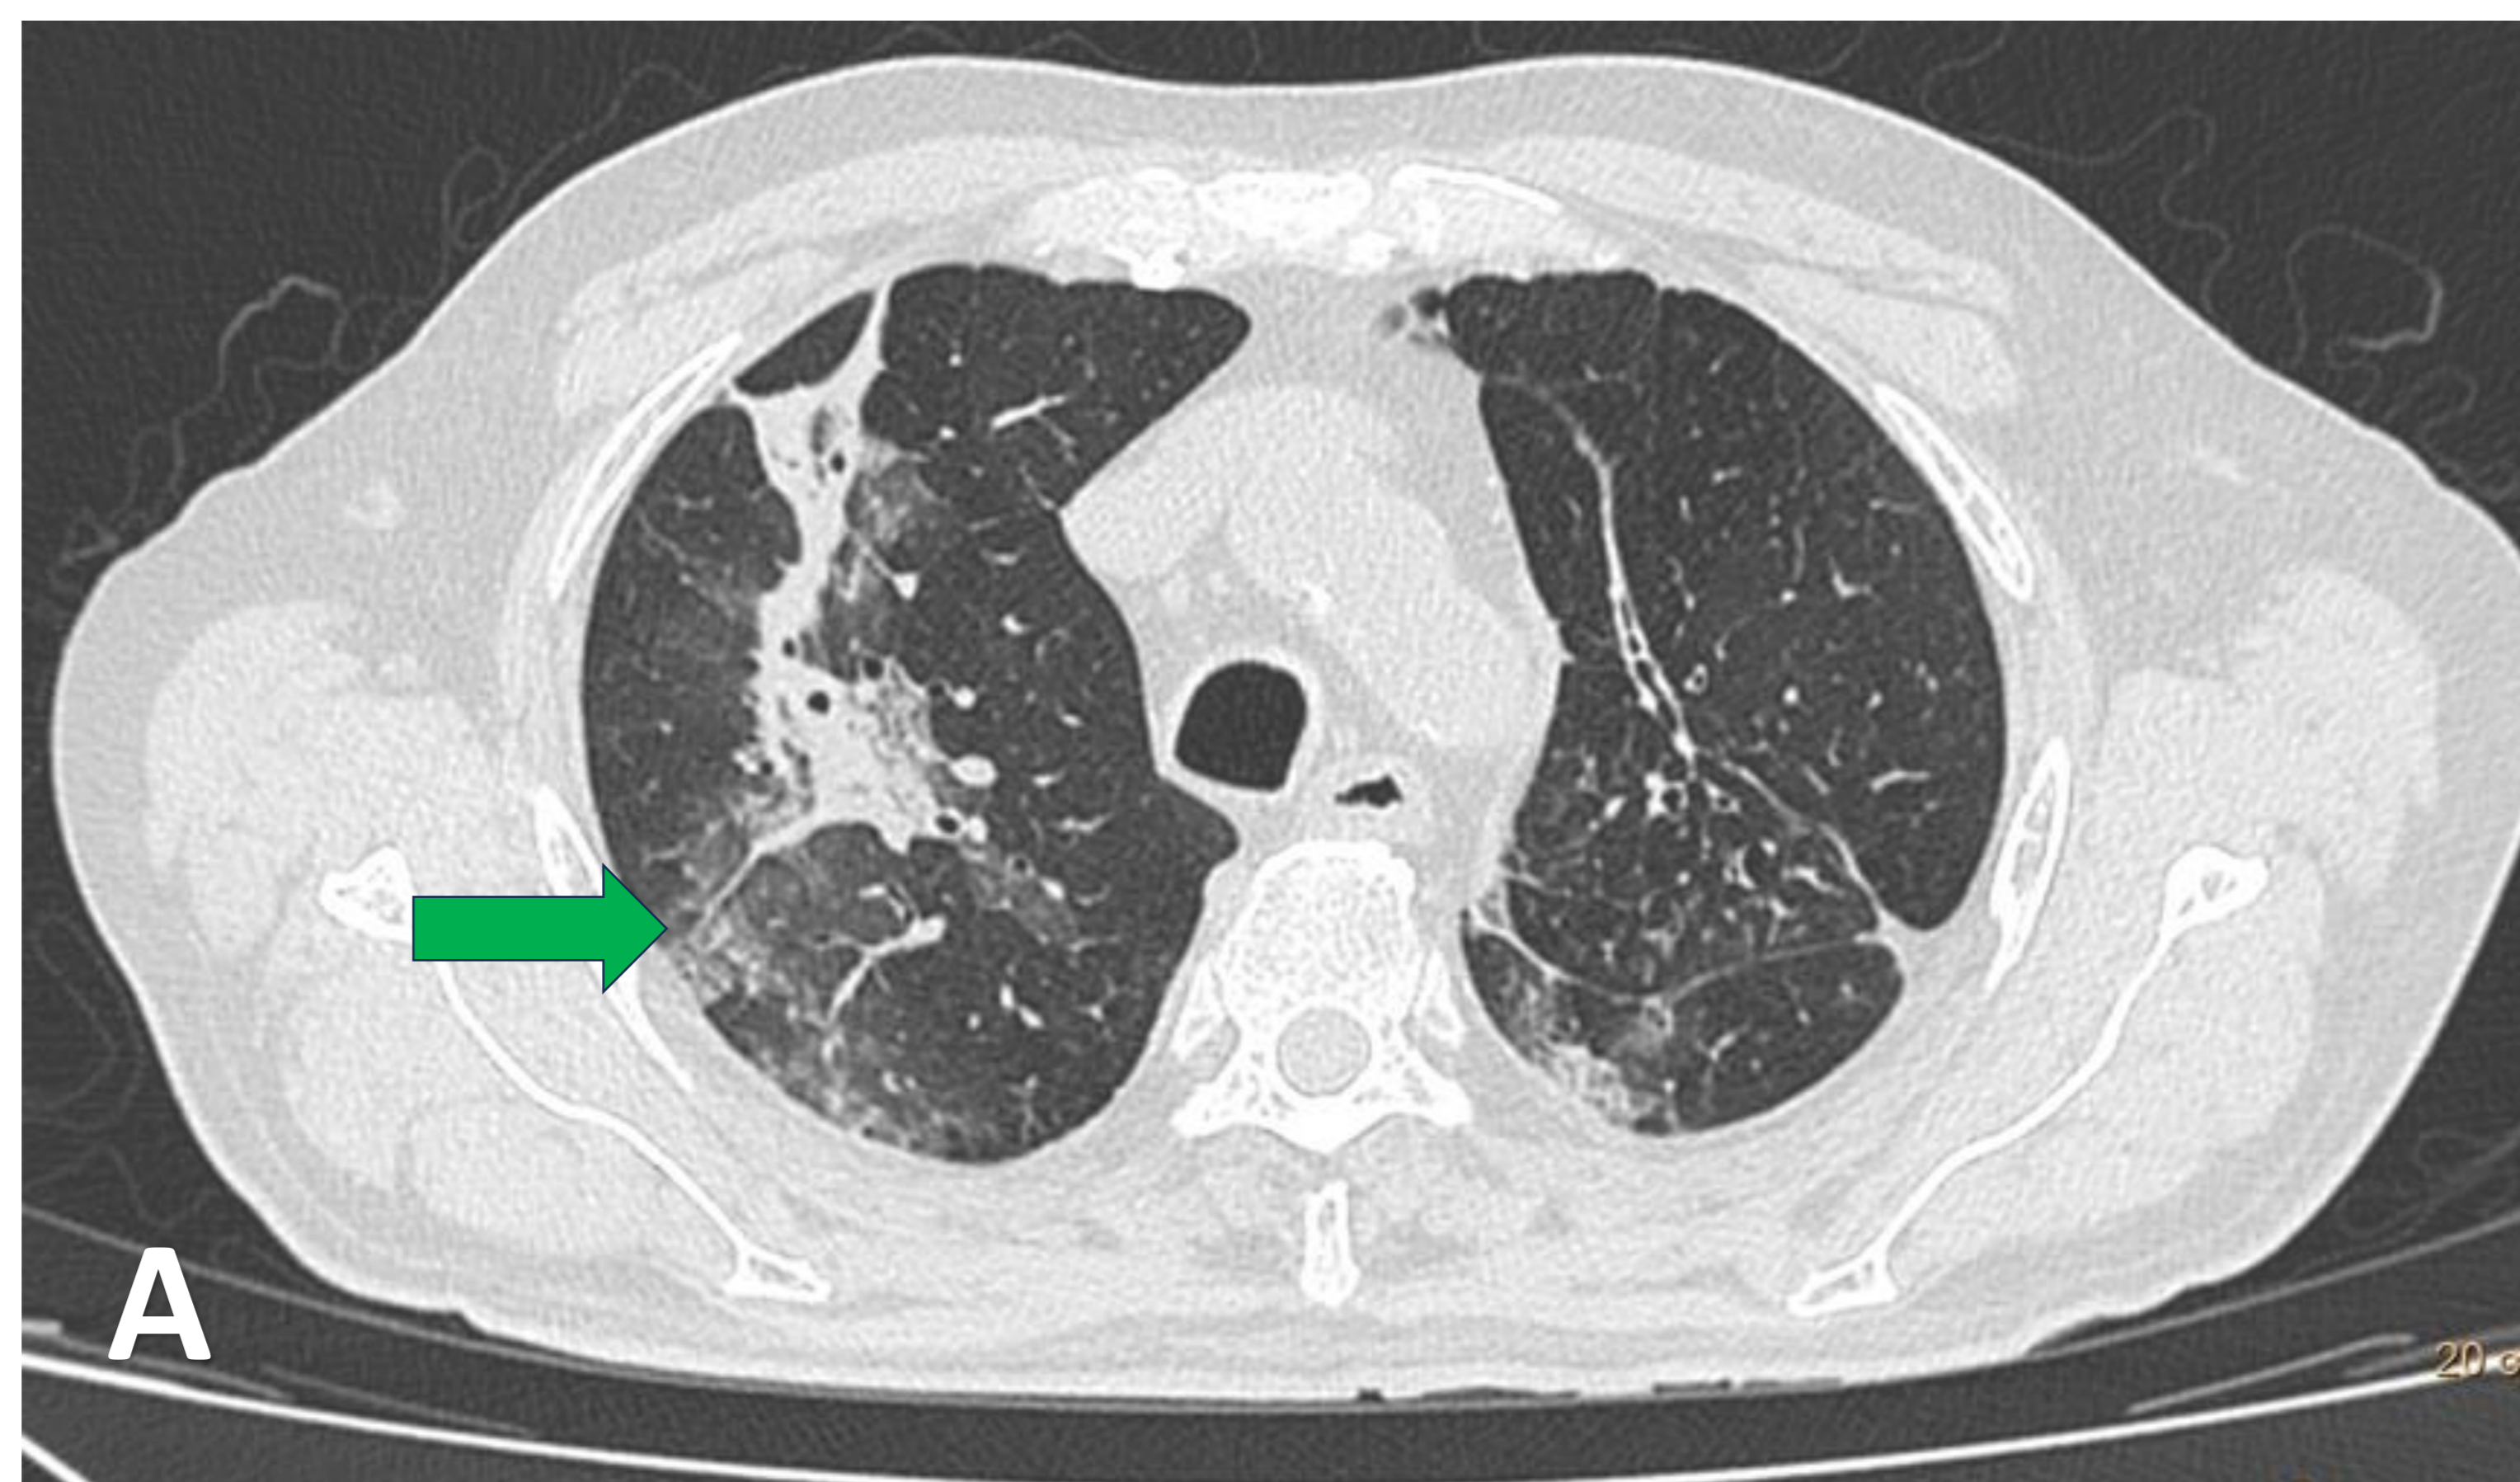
TC de tórax, corte axial (A) y coronales (B-C) con administración de contraste IV, en un paciente de 76 años, diabético con diagnóstico serológico de infección COVID19. Extensas áreas parcheadas en vidrio deslustrado (flechas verdes), de predominio subpleural, situadas en ambos lóbulos superiores y lóbulo medio. Se observa también una zona de condensación subpleural en segmento posterior del lóbulo superior derecho (flechas rojas).
